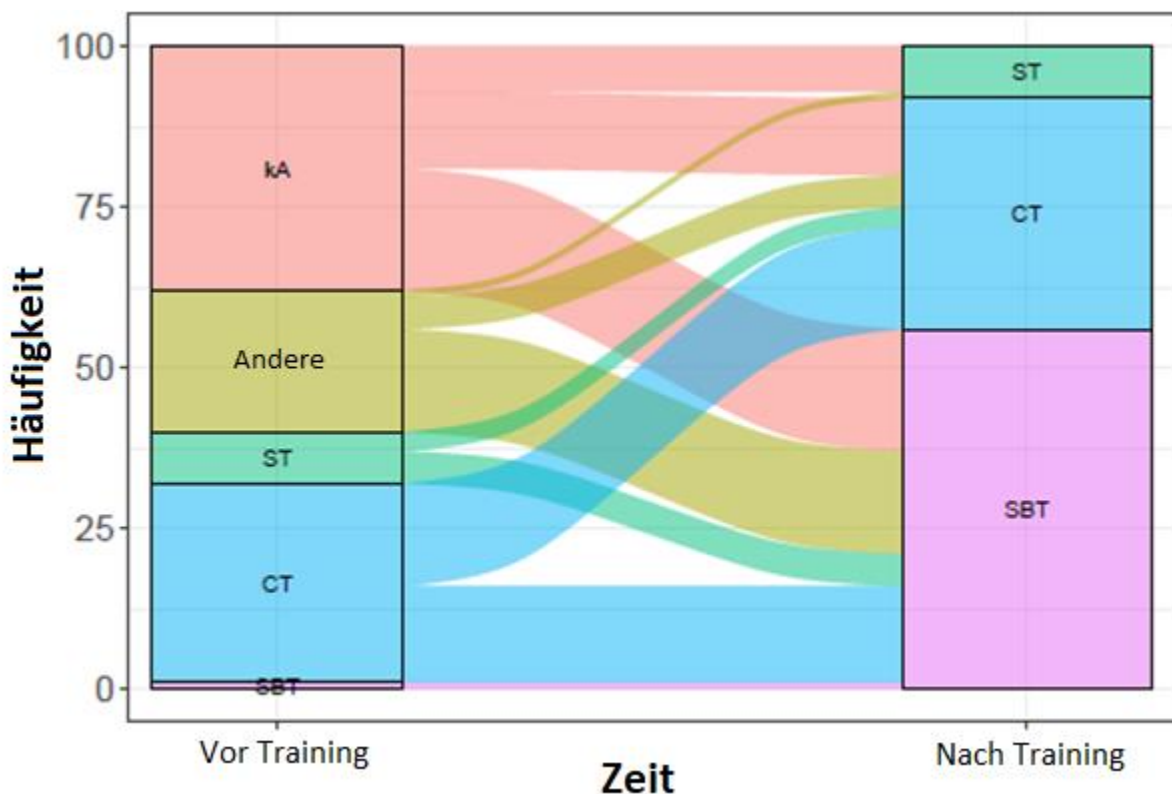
Wechselströme der angegebenen bevorzugten Techniken der 100 Studierenden und Rettungsdienstmitarbeitenden im Vergleich vor (links) vs. nach (rechts) dem Training. kA = kannte vor der Studie keine Technik (rot), other = andere Technik (gelb), ST = Seldinger-Technik (grün), CT = Chirurgische Technik (blau), SBT = Skalpell-Bougie-Technik (lila). Quelle: Erstellt mit SPSS Statistics 27 (IBM, New York, USA)
